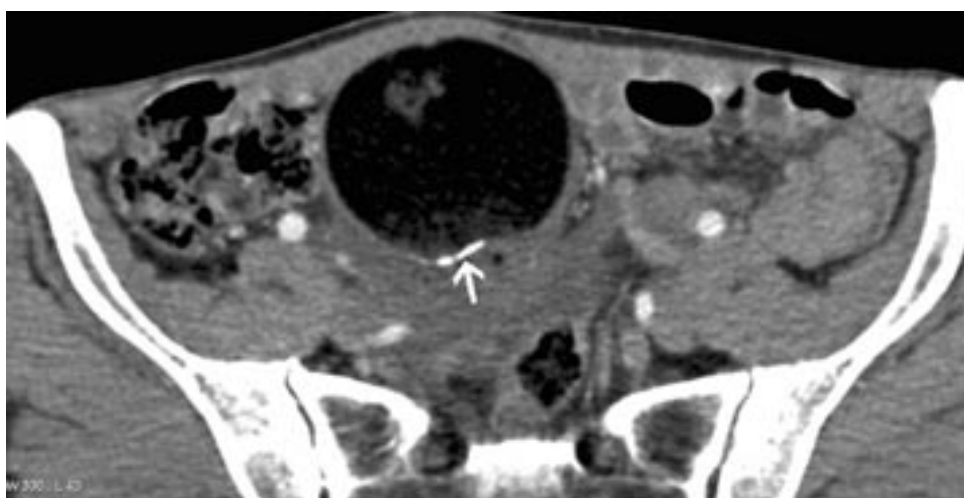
Coupe TDM axiale sans injection. Tératome mature ovarien droit. Calcification linéaire pariétale rassurante (É) [37].
